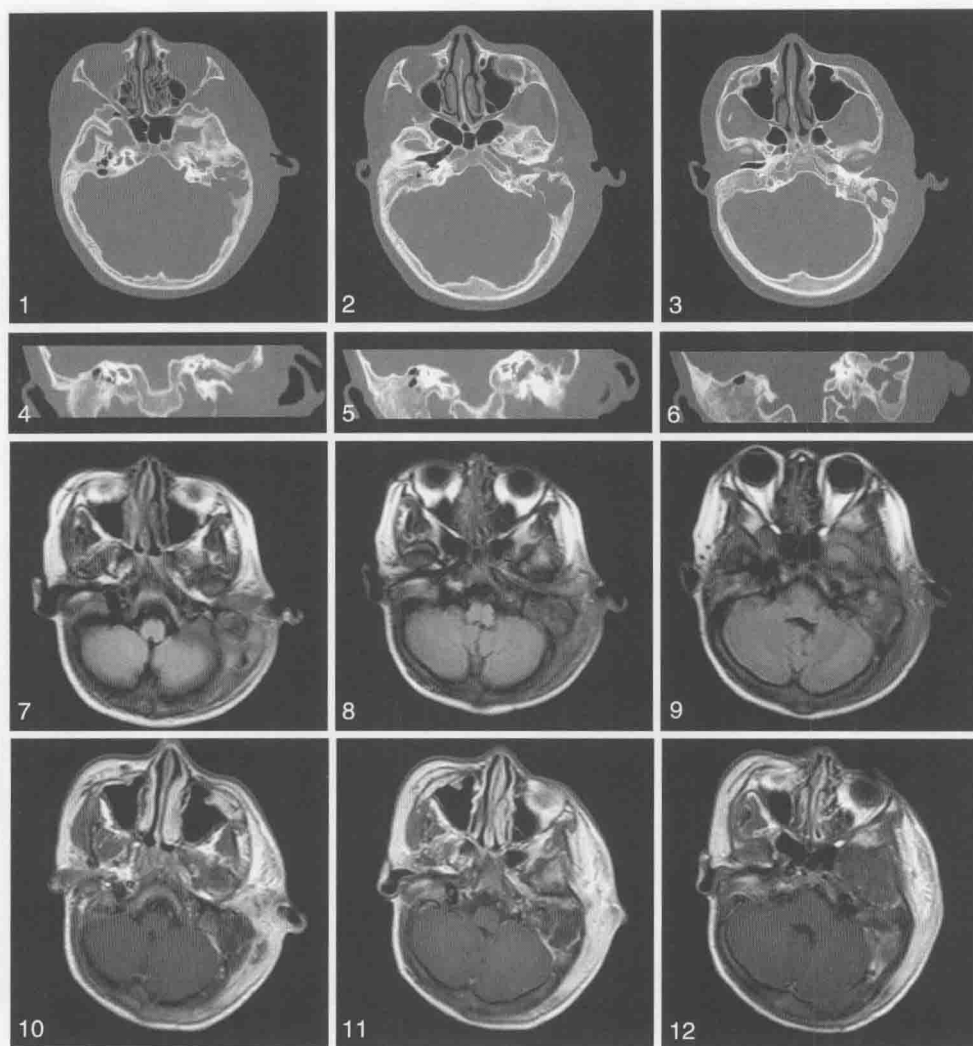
1~6. CT 骨窗横断位、冠状位; 7~9. T₂WI 压水横断位; 10~12. T₁WI 增强横断位
